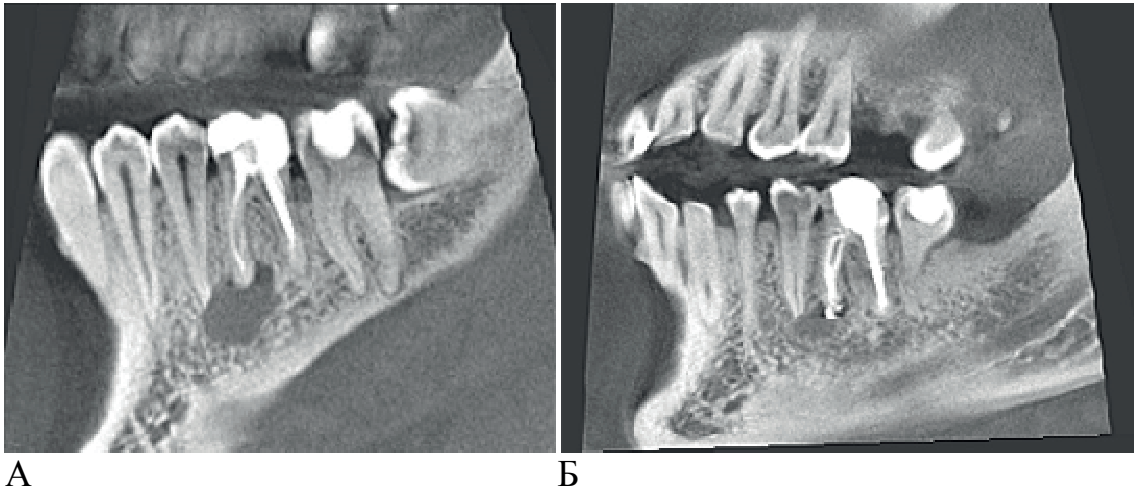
Конусно-лучевая компьютерная томограмма нижней челюсти больной А.А.А. до (А) и после (Б) лечения (через 12 месяцев)
